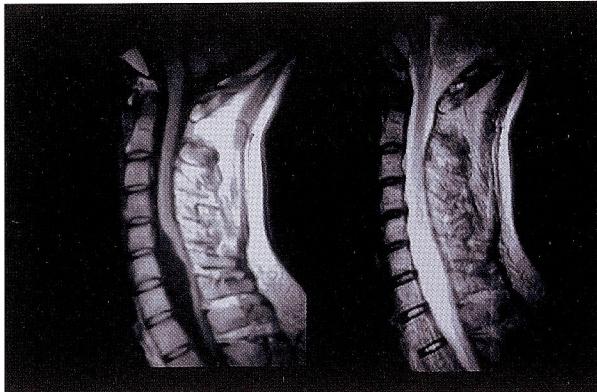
Cervical MRI revealed cystic mass on anterior surface of cervico-thoracic spinal cord. T1-weighted image showed relative low signal intensity in the mass (A). T2-weighted image showed high signal intensity (B).
